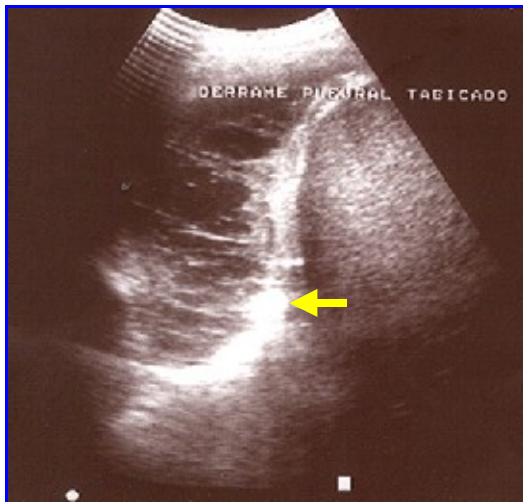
Ecografía en el cuadrante superior derecho del abdomen. La flecha amarilla señala el diafragma, la flecha blanca el derrame pleural.
